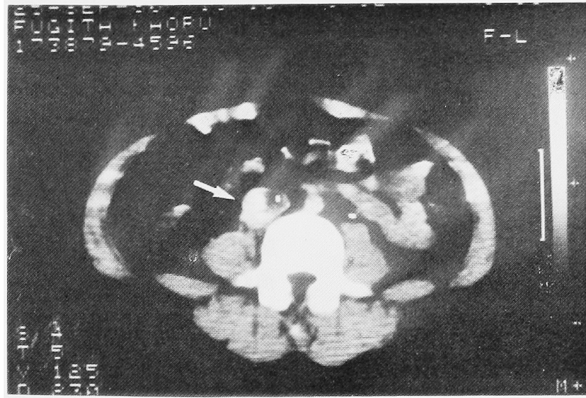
症例1, Enhanced CT: 第4腰椎の高さに右腎(矢印)を認めた
